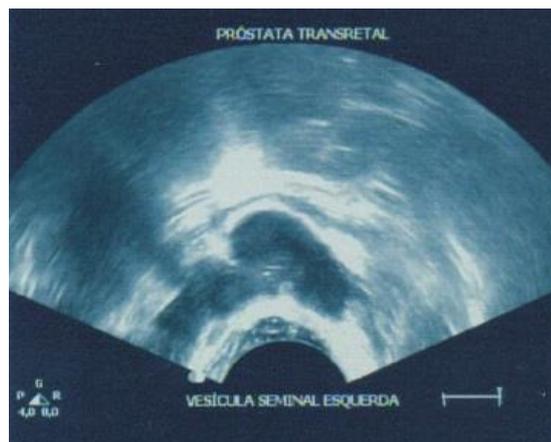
Ultrassonografia transretal com imagens císticas de permeio
